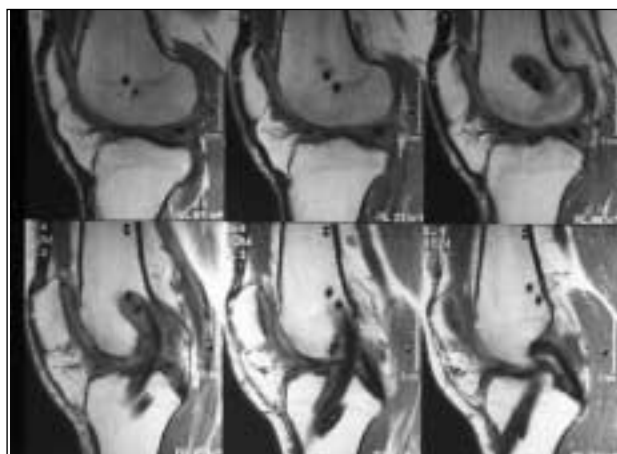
RM que muestra los puntos isométricos correctos.
